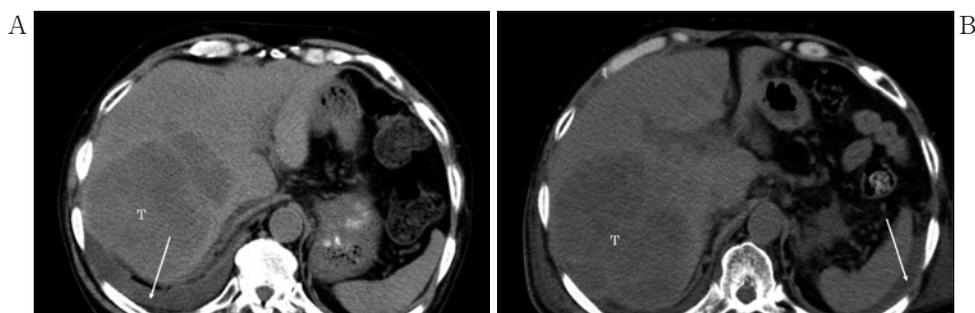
入院時画像所見。(A) アムルビシン投与前の腹部CT。肝右葉に粗大な転移巣 (T)、肝臓周囲で腹水 (→) あり。(B) アムルビシン投与後15日目の腹部CT。肝右葉の粗大な転移巣 (T) は著変なし、肝臓および脾臓周囲で腹水 (→) あり。
